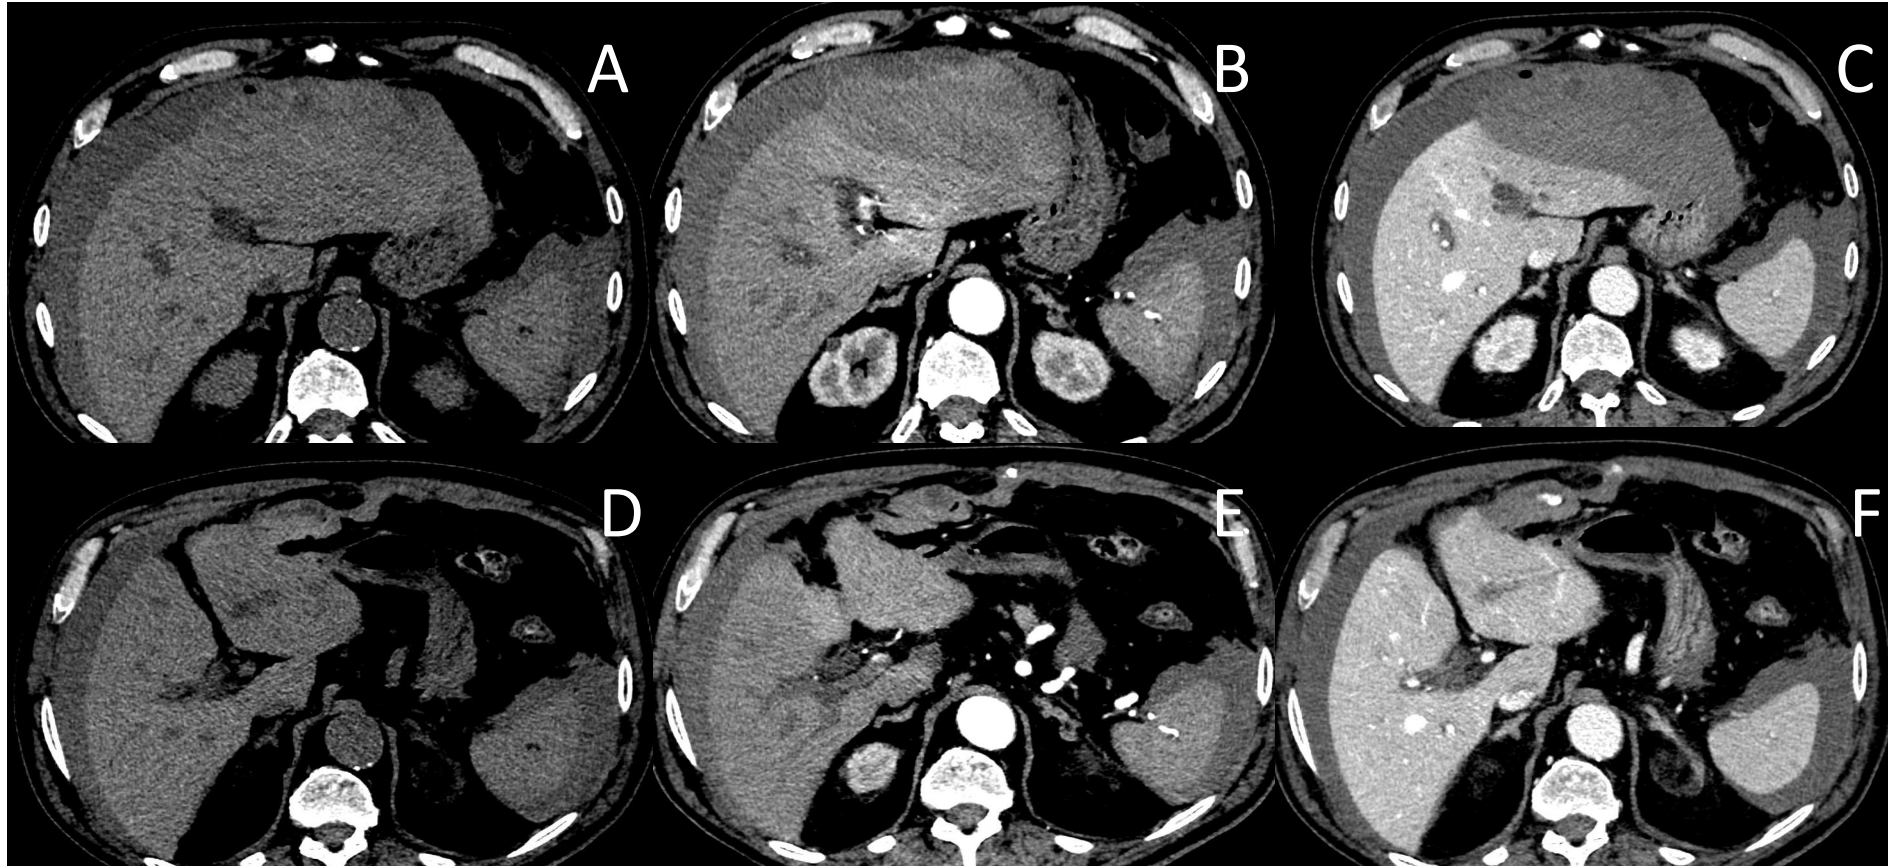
Complicaciones vasculares y hemorrágicas en paciente de 82 años con dolor abdominal difuso y descenso brusco de hemoglobina tras colecistectomía. TC abdominal trifásico (A-F): voluminosa colección heterogénea e hiperdensa compatible con hematoma en la región epigástrica anterior, que comprime el lóbulo hepático izquierdo y se continúa caudalmente hacia el hemiabdomen derecho. Se identifica sangrado activo dependiente de la musculatura de la pared abdominal anterior, próximos al material de sutura, con extensión a la cavidad abdominal. Asociado hemoperitoneo supra e inframesocólico.
